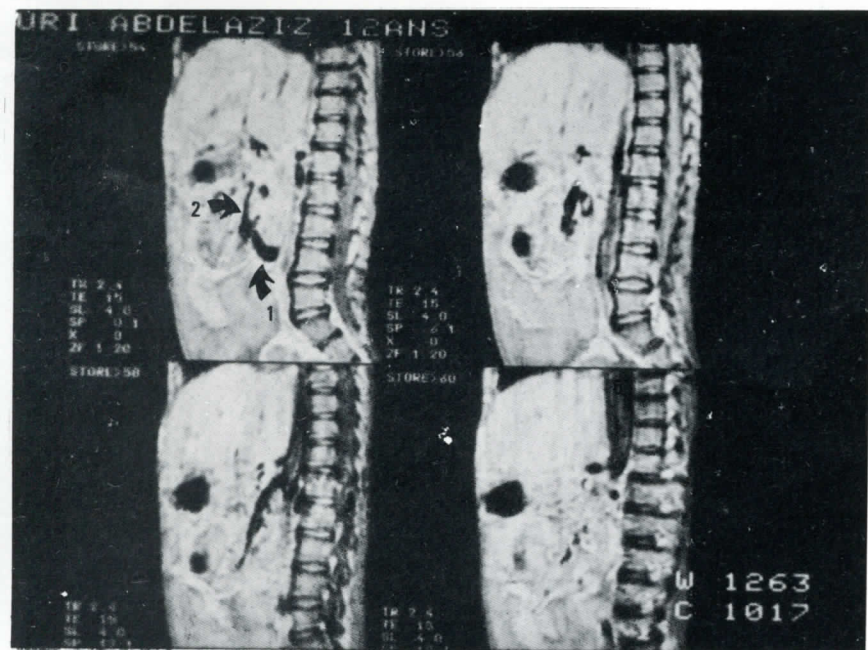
Imagerie par Resonance Magnetique d'un shunt mésenterico-cave où seule l'anastomose entre le greffon (1) et la veine mesenterique superieure (2) est visible.
